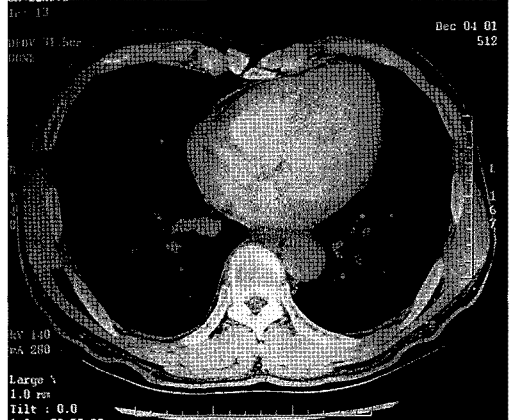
Follow up chest CT scan shows complete resolution of bilateral pleural effusion and pseudocyst in the posterior mediastinum.
